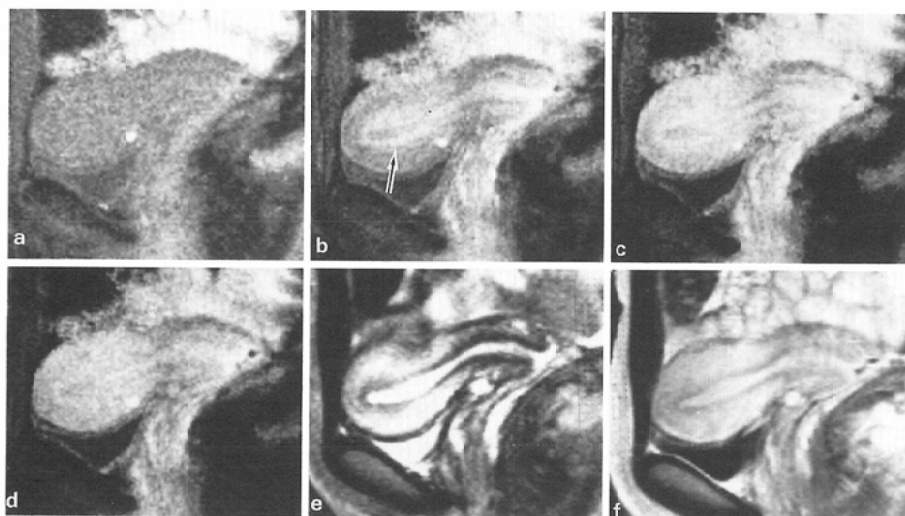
MR images in a proliferative phase of the reproductive age. a)~d) Dynamic images. Early enhancement was shown in peripheral zone (→). a) immediately after Gd-DTPA injection, b) 20sec, c) 40sec, d) 80sec. e) T₂ weighted image. f) Gd-DTPA enhanced T₁ weighted image.
